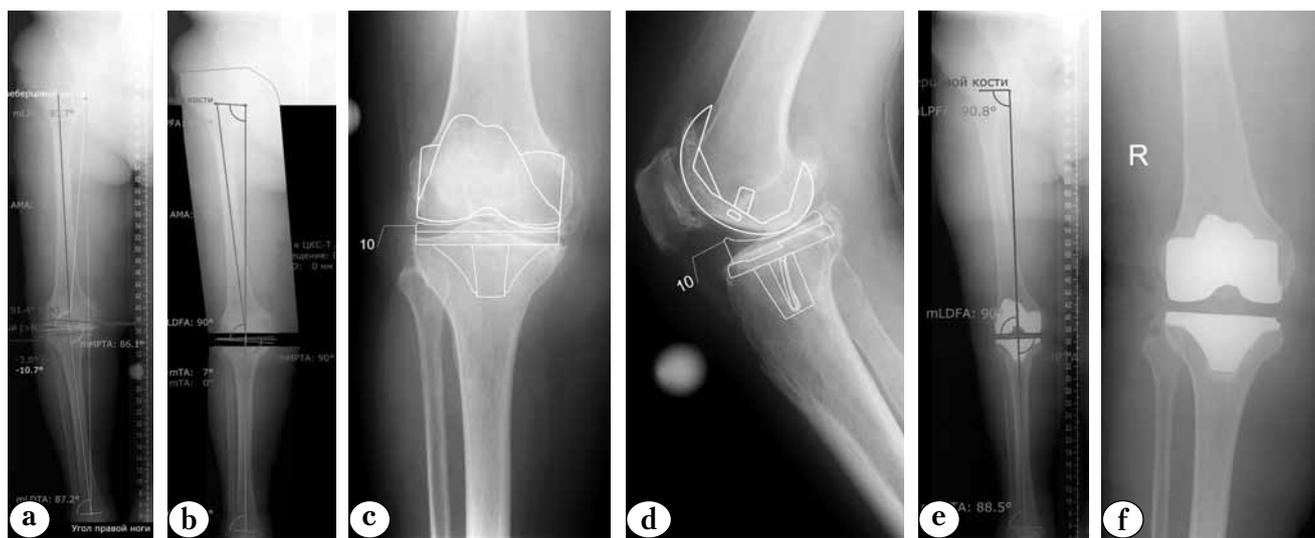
Рентгенологическое предоперационное планирование и оценка послеоперационного результата ТЭКС с помощью программы Mediacad Hospital Classic версия 3.50.2.1.
